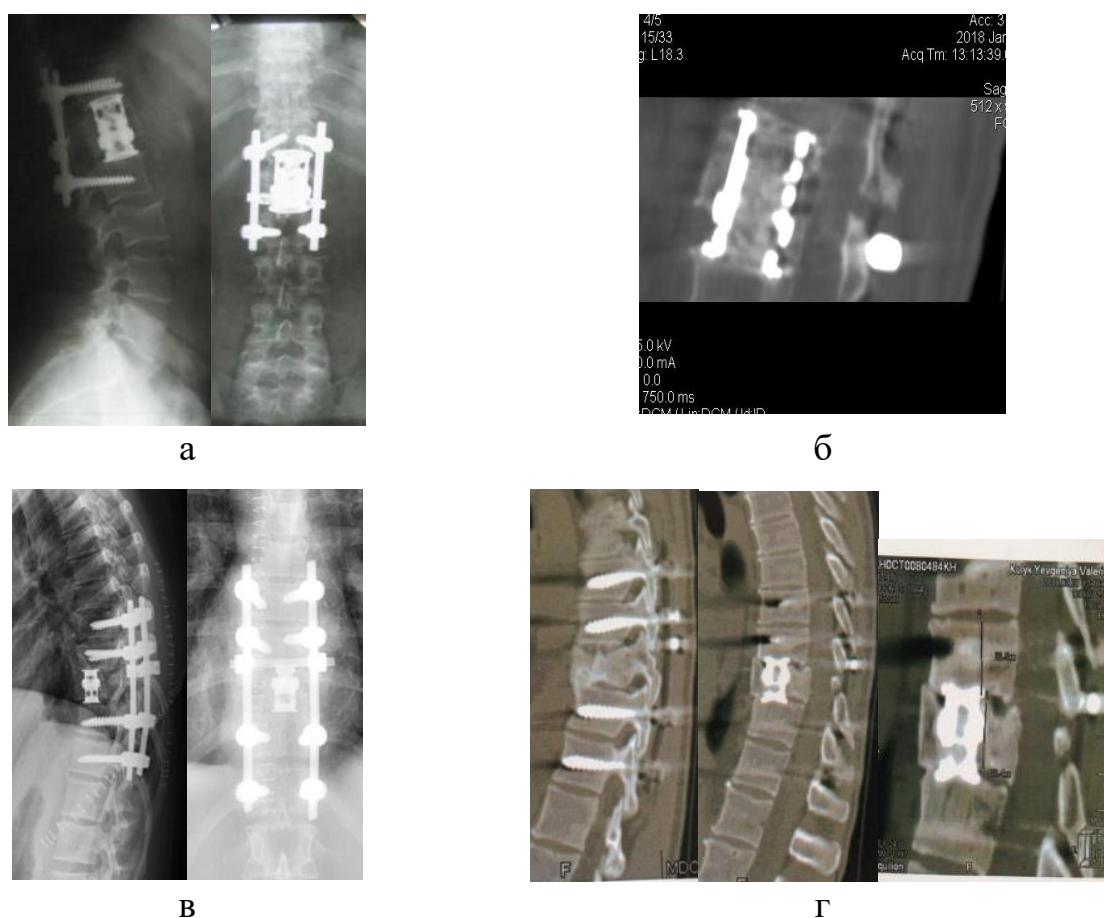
Рентгенограми та томограма хворої С., історія хвороби № 86650: а) після операції; б) через 3 роки. Рентгенограми хворої К., історія хвороби № 89713: в) після операції г) через 2 роки
